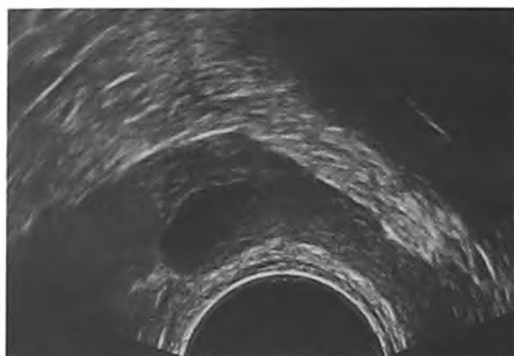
Простая киста правого СП, выявленная случайно при ТРУЗИ. Поперечная проекция. В отличие от жидкостных включений, составляющих структуру СП в норме, киста была одиночной, ее форма и размеры не изменялись при динамическом ТРУЗИ
